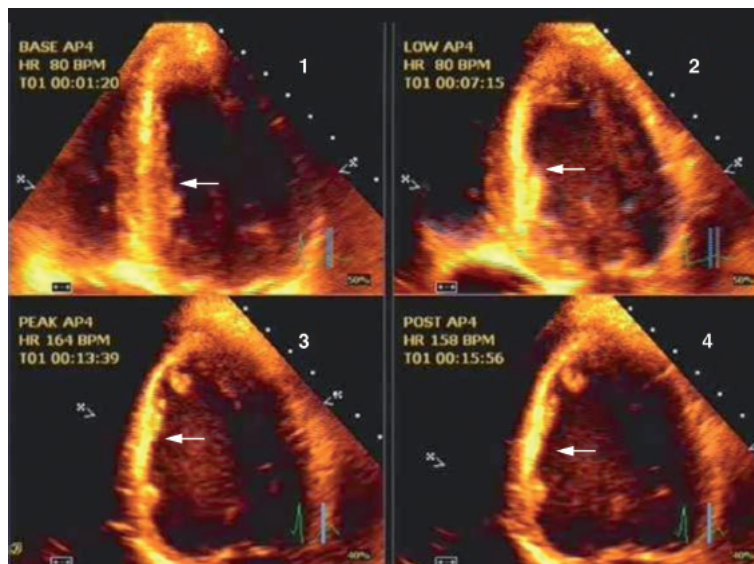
Imagens da ecocardiografia com estresse farmacológico com dobutamina-atropina positivas. Observam-se no corte apical 4 câmaras a dilatação do ventrículo esquerdo e a perda de espessamento da parede septal (seta) ao final do exame. Compare a diferença do volume ventricular entre o repouso (1), baixas doses de dobutamina (2), altas doses (3) e recuperação (4).
